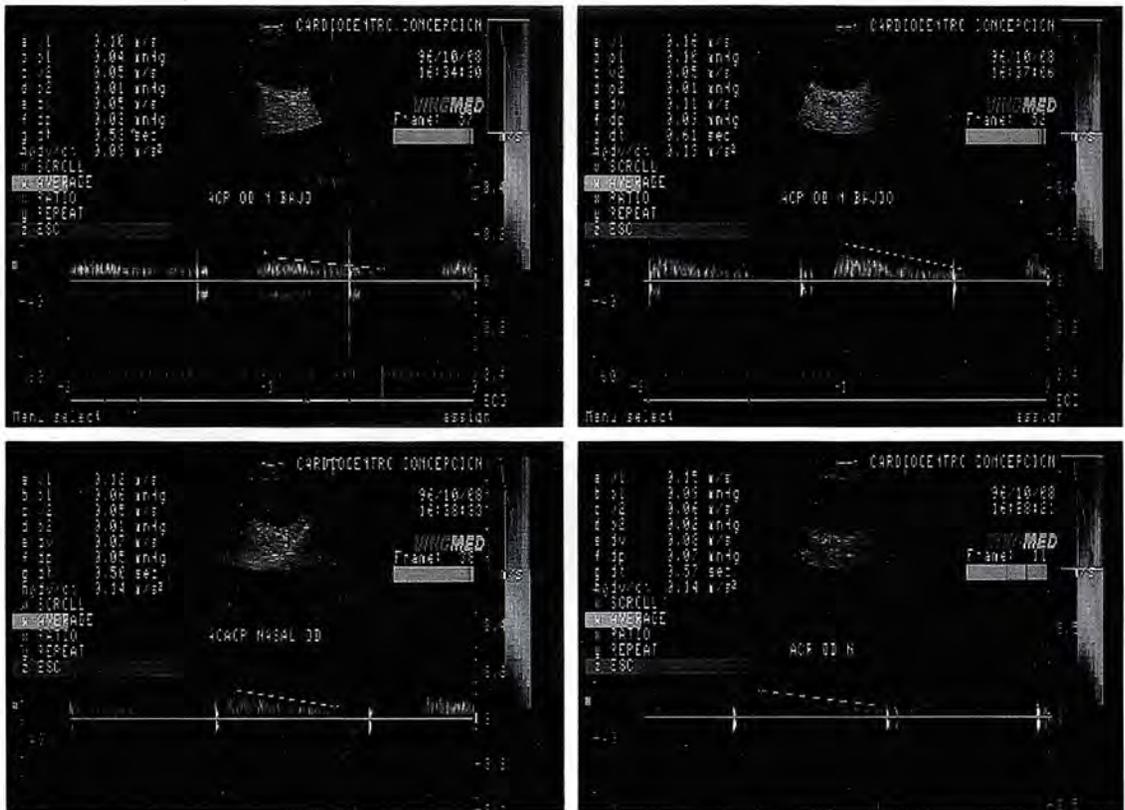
Caso N° 1 Eco Doppler color OD
